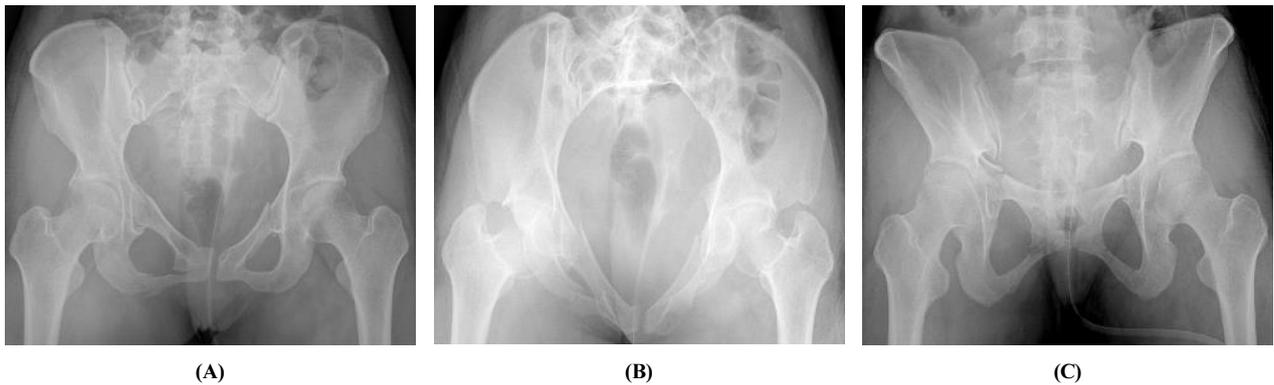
Pelvis x-ray images of patient. See mild displacement of both pubic bones. Pelvis AP view(A), Inlet view of pelvis(B), Outlet view of pelvis(C) on March 8, 2021.
